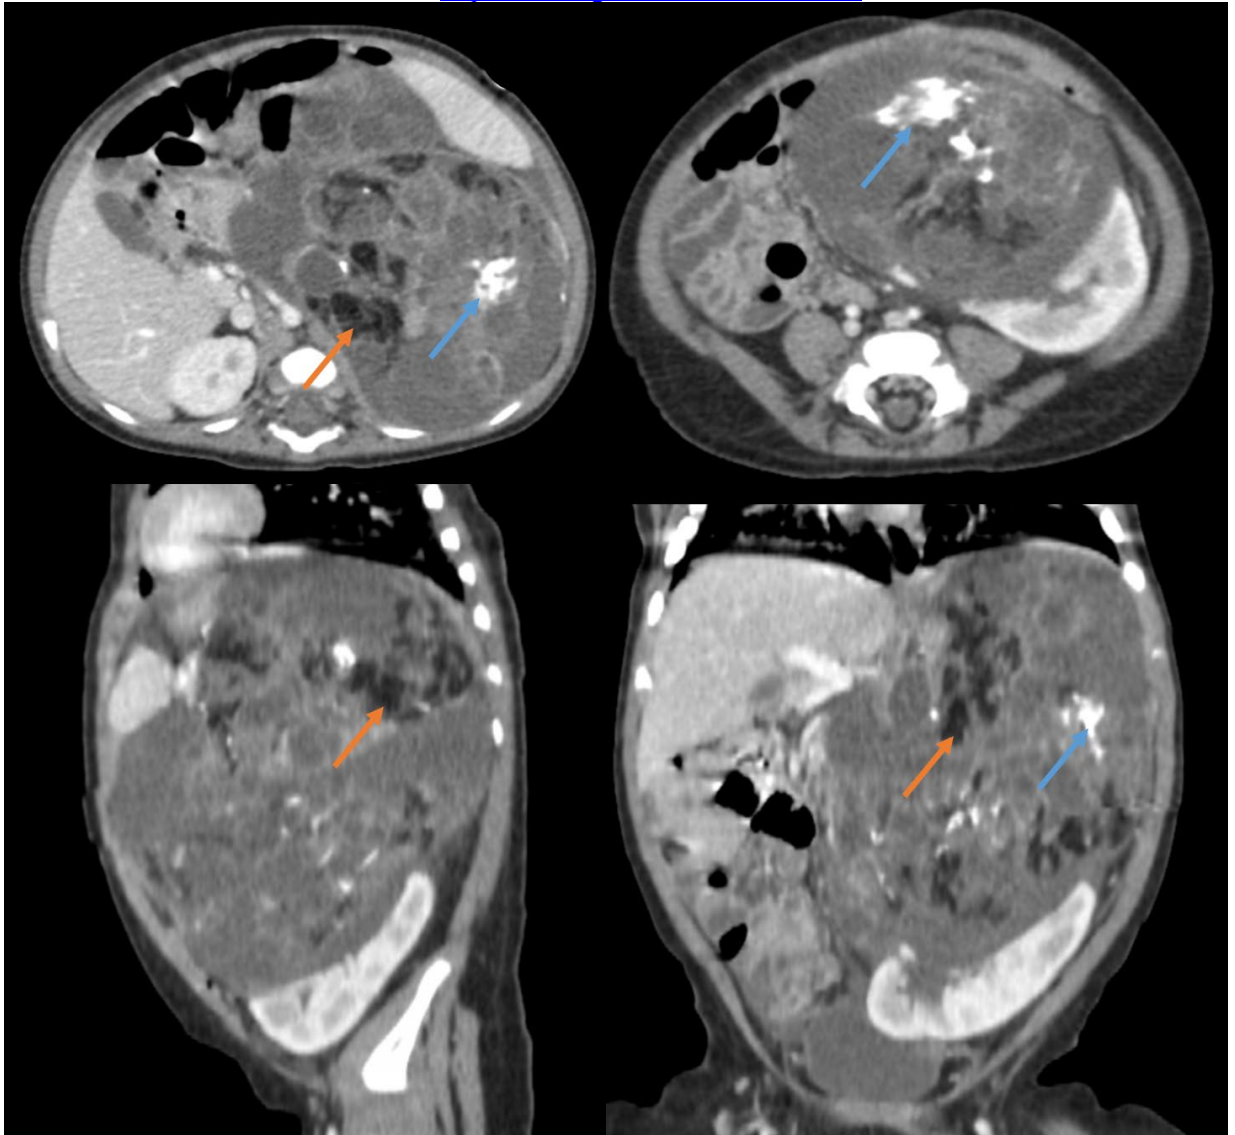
Компьютерная томография органов брюшной полости с контрастным усилением от 01.11.2020: а, b — аксиальная проекция; с — сагиттальной проекция; d — корональная проекция. Оранжевые стрелки указывают на гиподенсивные (жировые) включения в структуре опухоли, плотностью -80 HU; синие стрелки указывают на кальцинаты.
